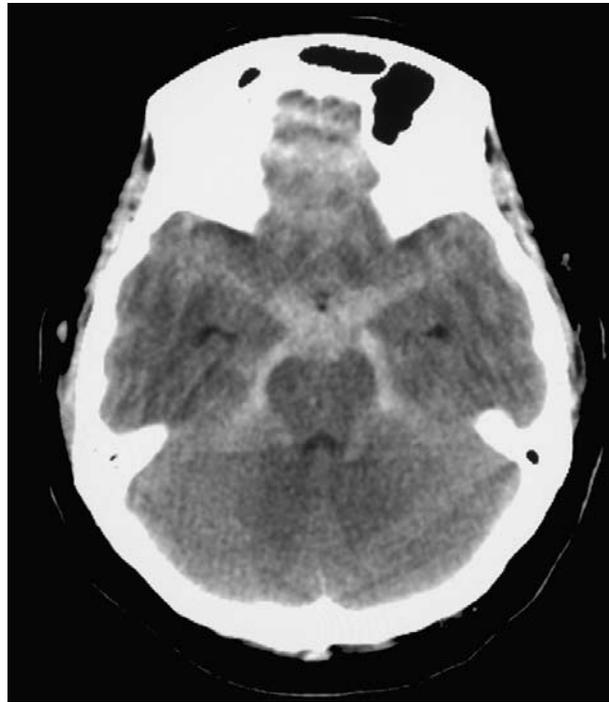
Non-contrast CT scan showing subarachnoid hemorrhage in the basal cistern.
